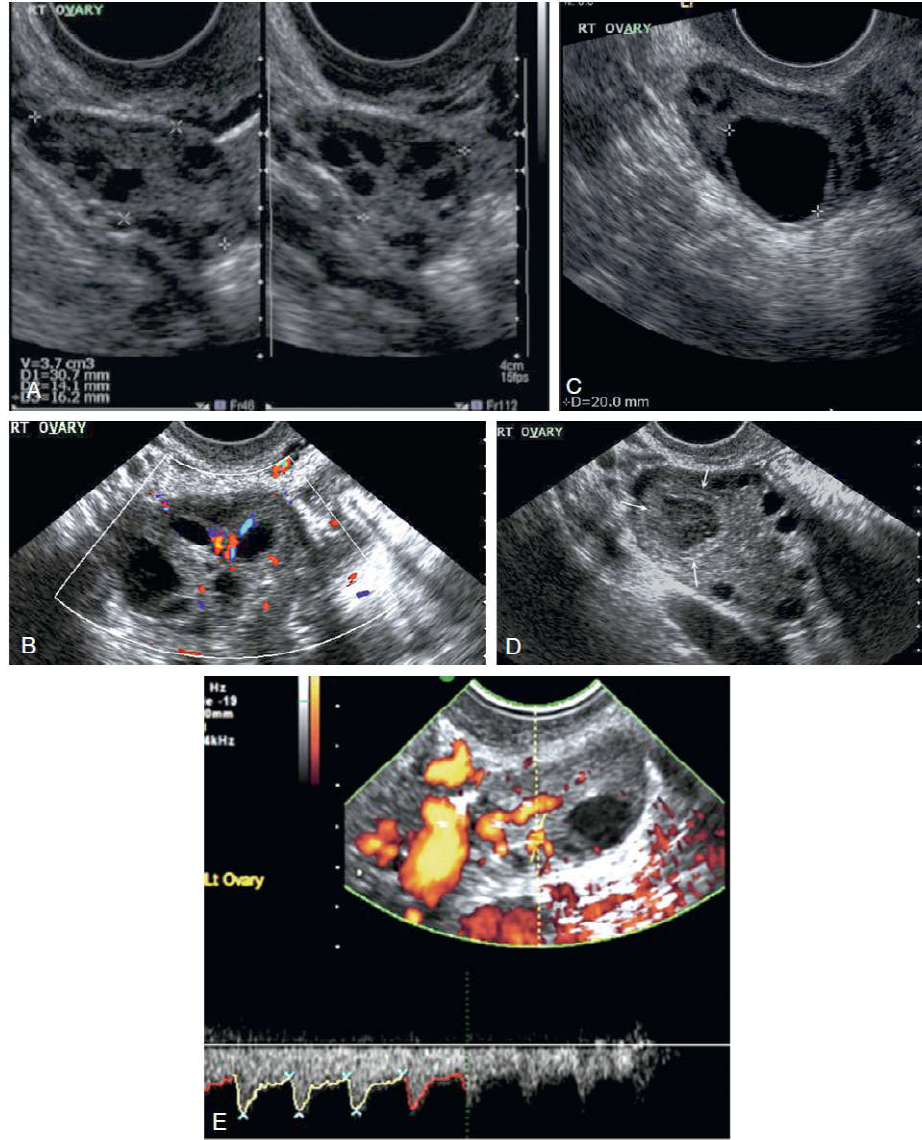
Over ve çevresindeki damarların doppler akımı ile gösterilmesi⁹⁰
